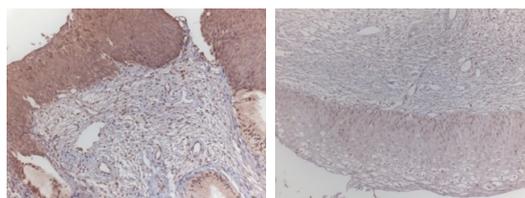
IL-6 左 CT(+), 右 CT(-)
